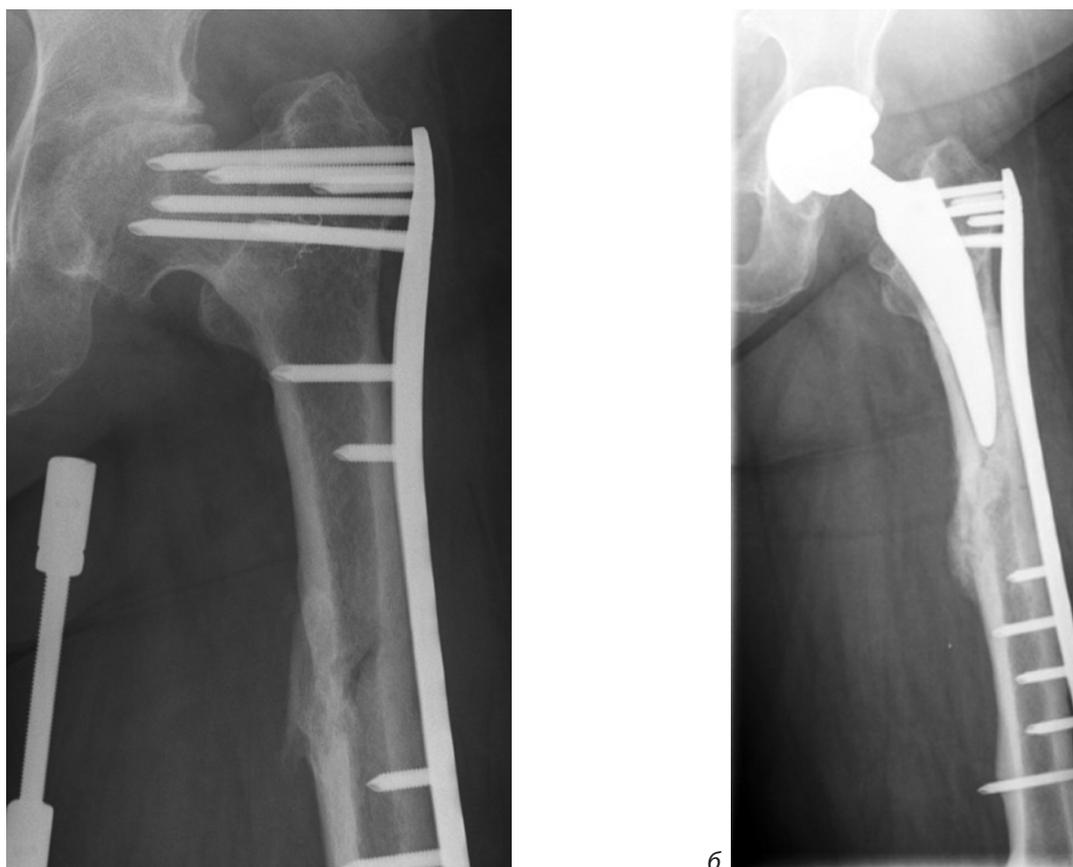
Рентгенограмма тазобедренного сустава пациентки К. до (а) и после (б) тотального эндопротезирования тазобедренного сустава с модификацией металлофиксатора перелома диафиза бедренной кости
